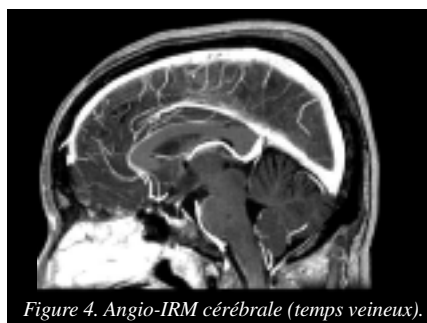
Angio-IRM cérébrale (temps veineux).
